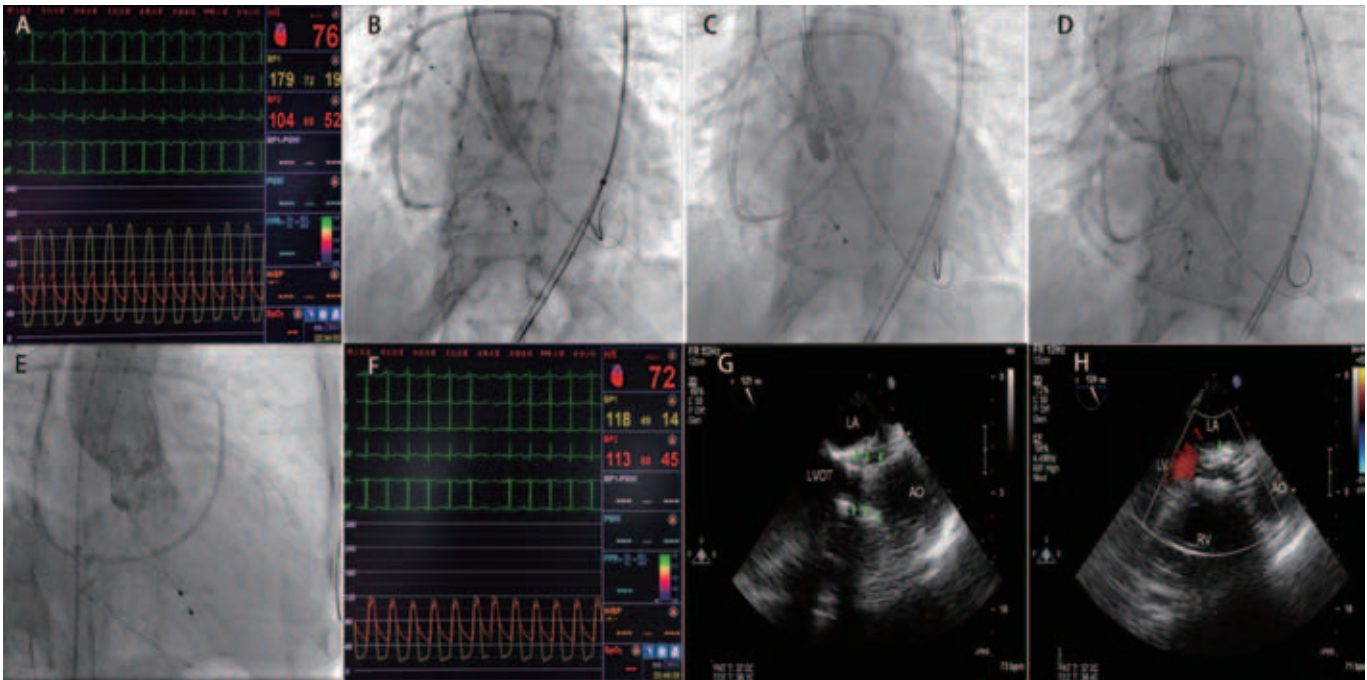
A:术前跨主动脉瓣压差; B:18mm球囊预扩张; C:18F输送鞘开始置入26mm自展式人工主动脉瓣; D:自展式人工主动脉瓣释放前; E:自展式人工主动脉瓣释放后造影; F:术后跨主动脉瓣压差; G:置入瓣膜后食道超声支架影像(绿色箭头); H:置入瓣膜后食道超声瓣膜无明显返流。
